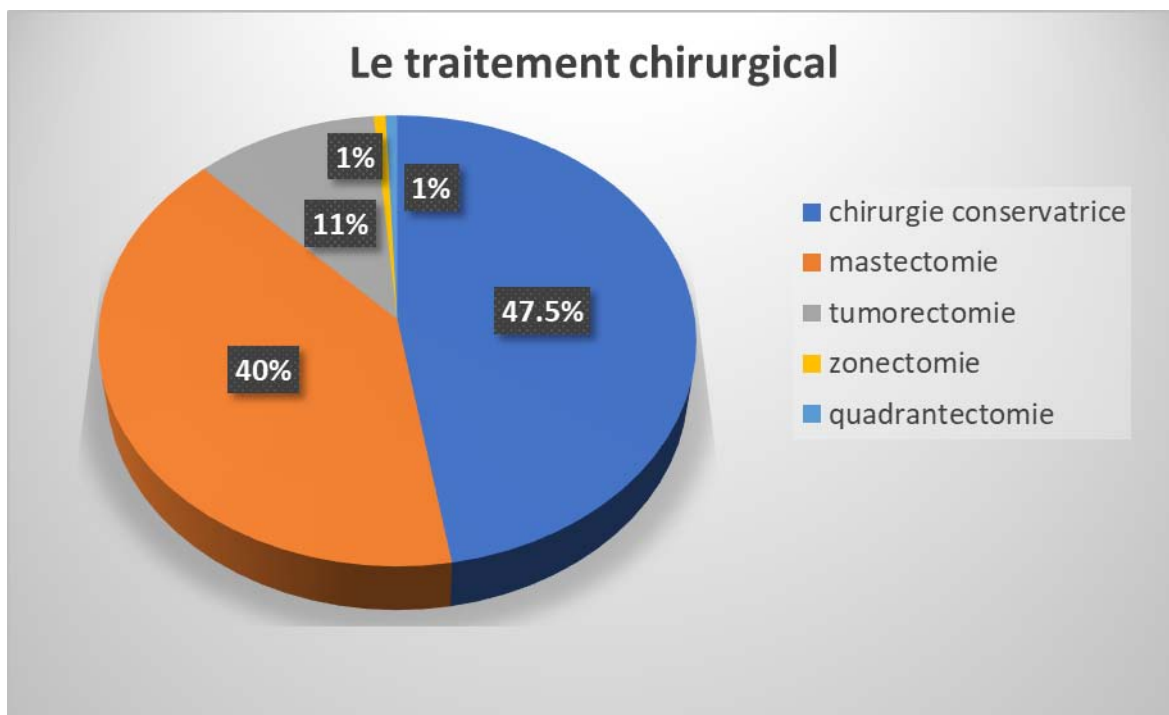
traitements reçus par nos patientes avant la réalisation de l'IRM.
